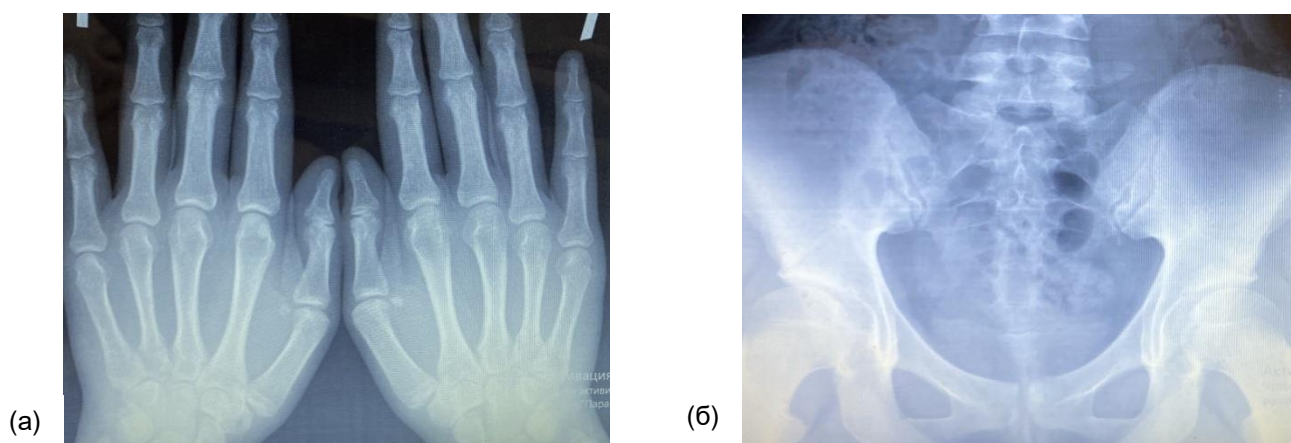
Пациентка Я., 19 лет. Рентгенография кистей (а) – околоуставной остеопороз и крестцово-подвздошного сустава (б) – без особенностей.
